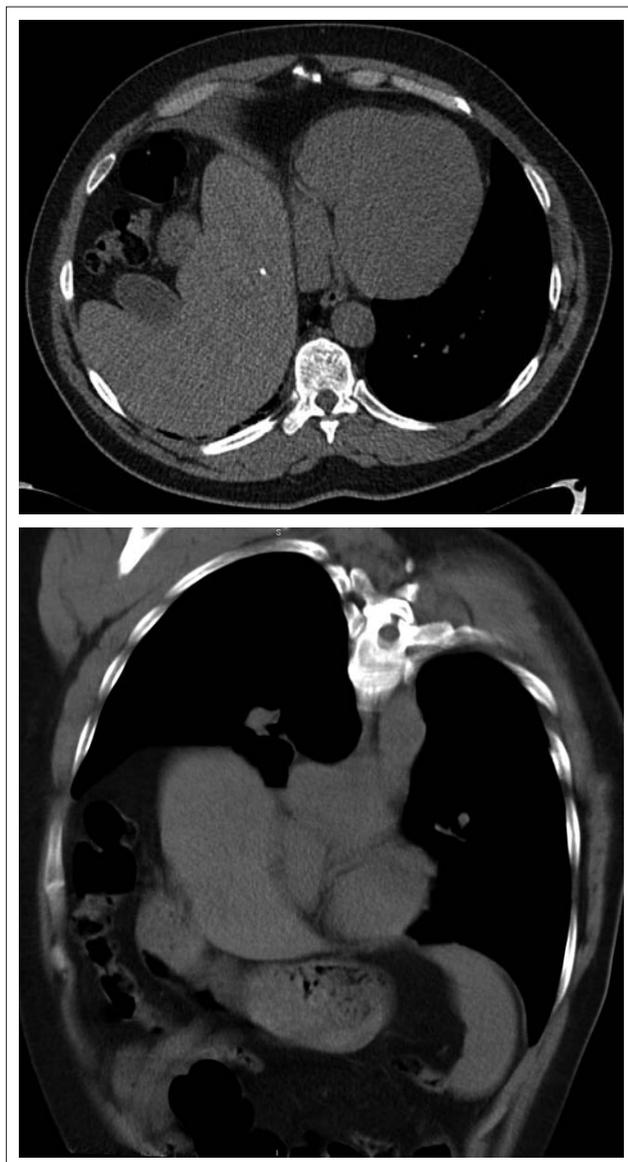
Компьютерная томограмма пациента Ч., 61 года. Аксиальный срез и фронтальная реконструкция. Ротация печени, смещение органов брюшной полости. Слева: печень, ротированная висцеральной поверхностью кпереди. Справа: смещение выходного отдела желудка и печеночного изгиба толстой кишки с выходом их в правый гемиторакс
